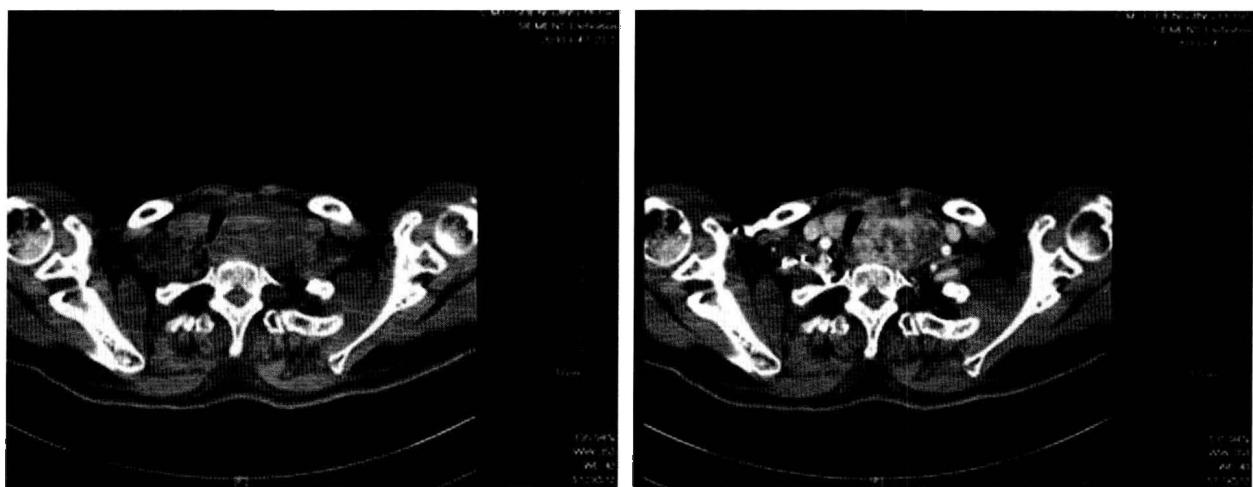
颈部增强 CT 示甲状腺占位, 增强后明显不均匀强化
